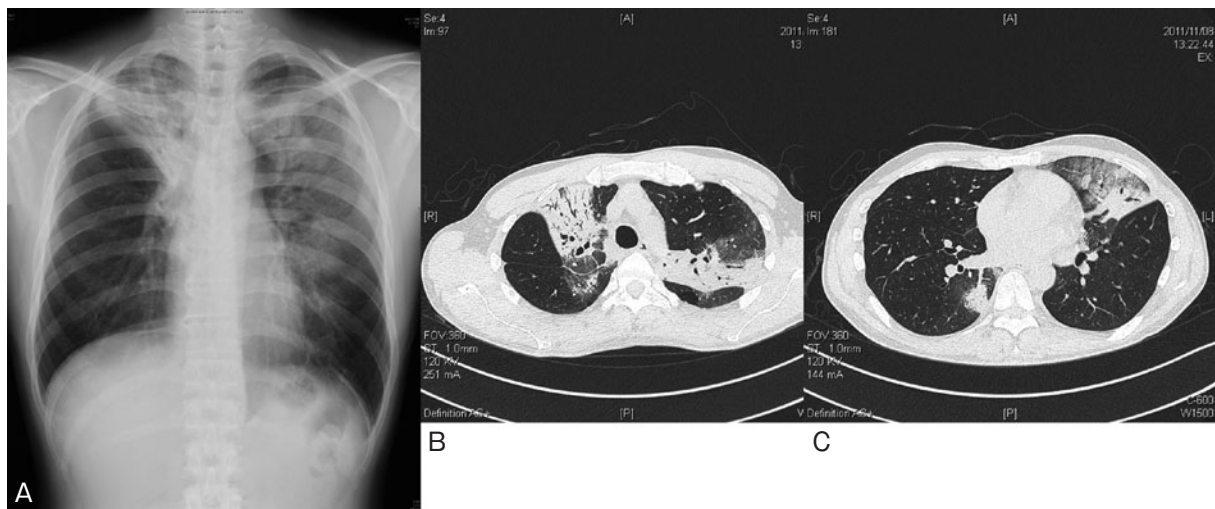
入院時胸部画像所見。(A) 胸部X線写真では両側肺の浸潤影を認める。(B, C) 高分解能CT (high-resolution CT : HRCT) では, air bronchogramを伴う浸潤影とその周囲のすりガラス状陰影が両肺上葉を主体に肺門から胸膜側まで認められ, 容積減少を伴っている。
